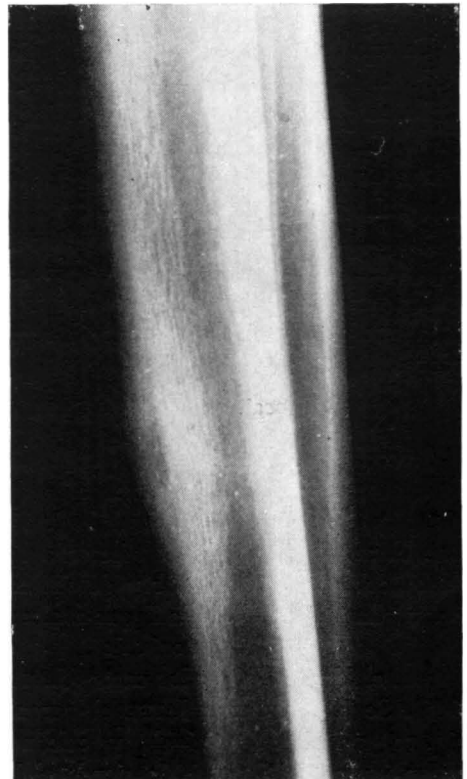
Radiografía hiperpenetrada de tibia de un varón de catorce años (caso núm. 2), en la que junto a la hiperostosis de la cortical anterointerna de la tibia se observa la imagen de un *nidus* de situación subcortical.
